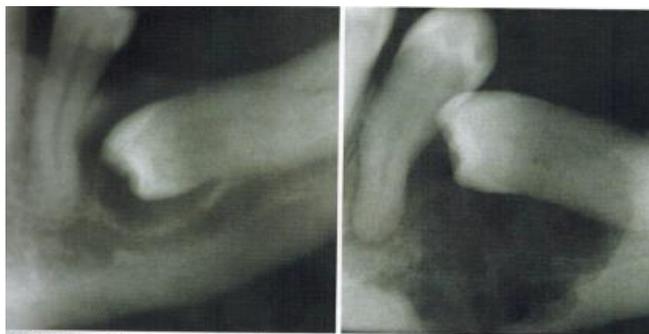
Signos tempranos de carcinoma primario intraóseo en el fólculo dental del premolar inferior no erupcionado, con una ligera expansión y pérdida de cortical izquierda. Imagen 28: Radiografía 2 años después se puede ver una gran destrucción.¹¹
